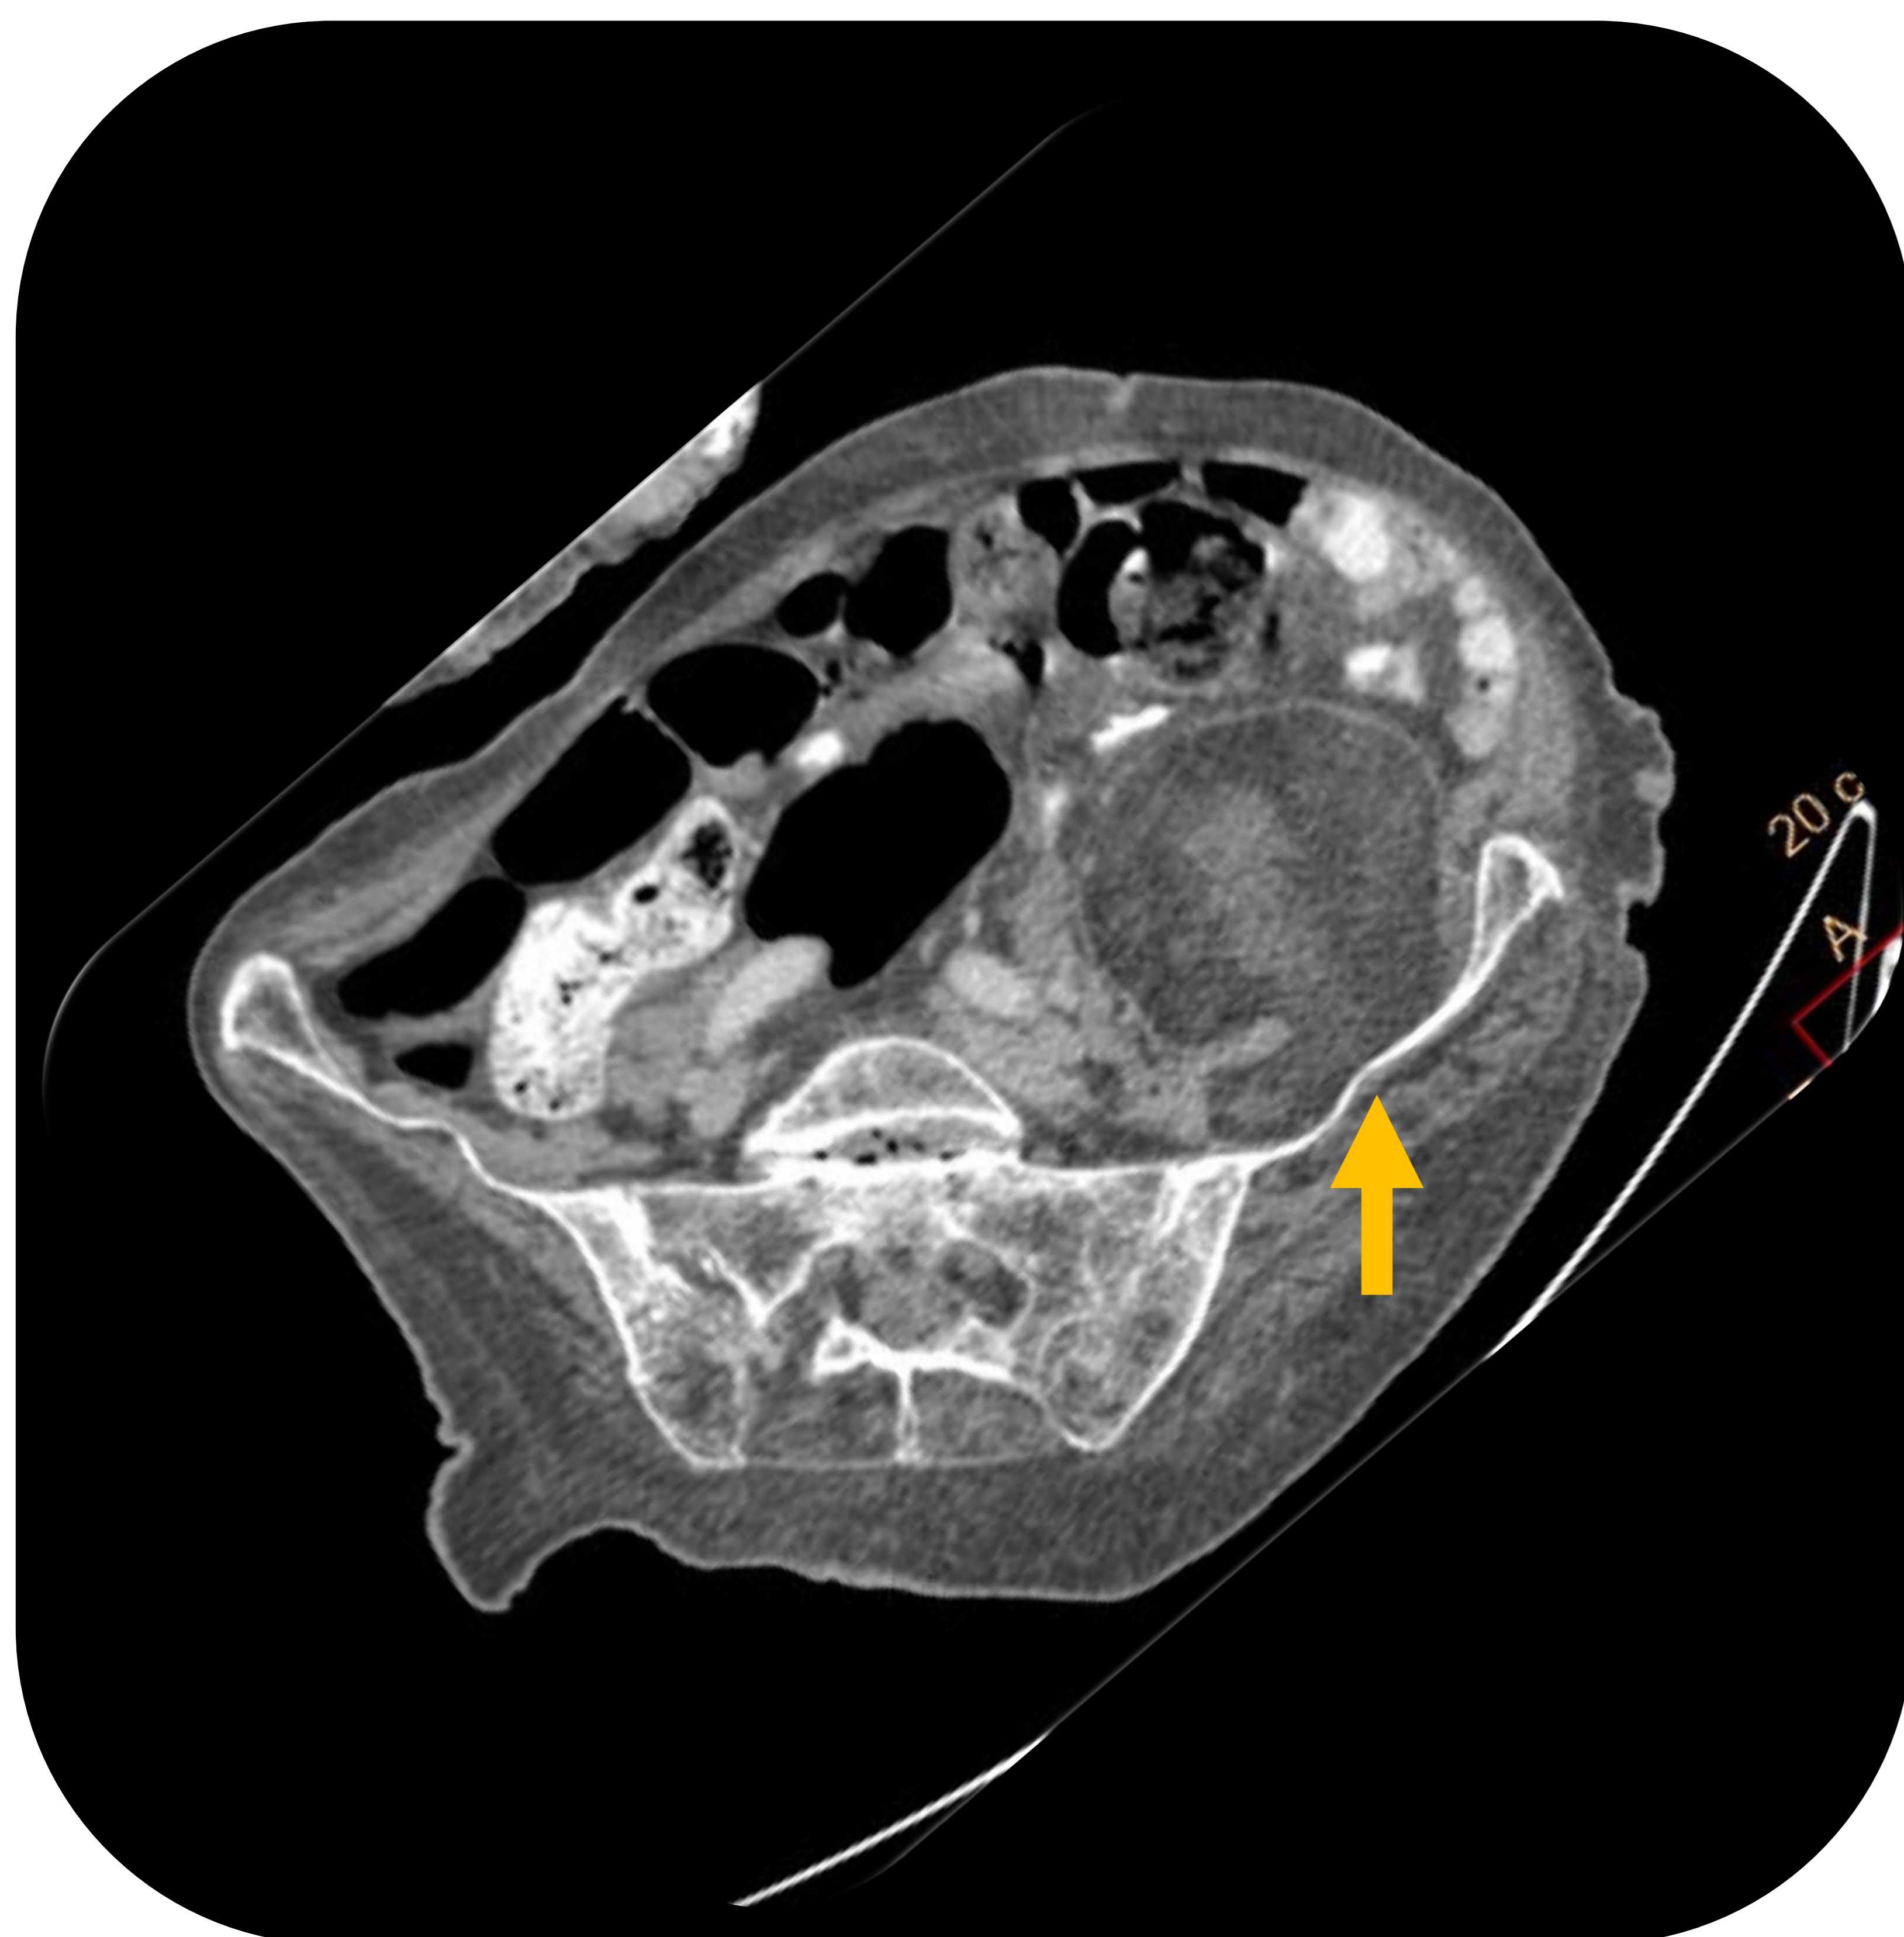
y 18 (TC abdominopélvico con contraste oral y CIV en fase portal):
